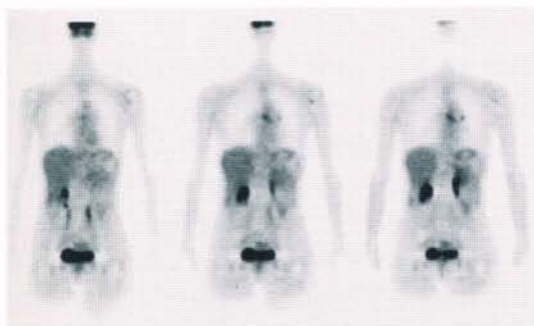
(症例2) ^{18}F -FDG PET 冠状断像
